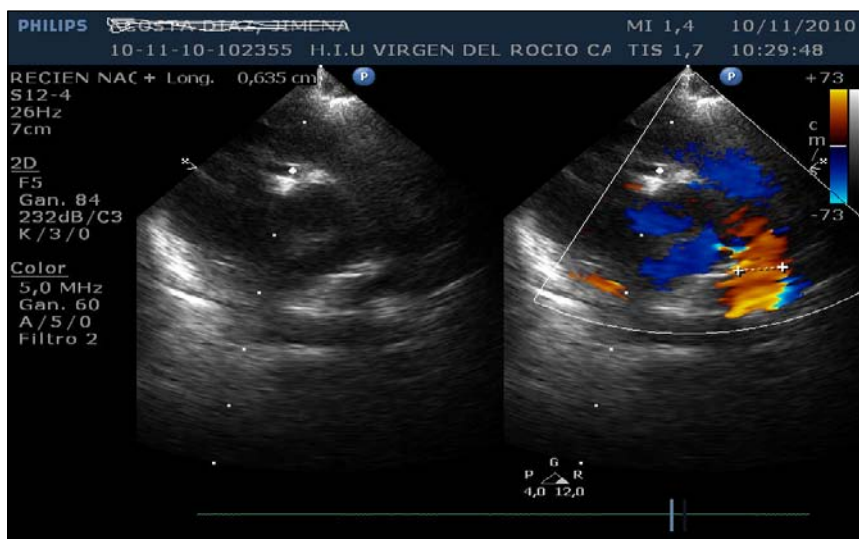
Ecocardiografía 2D-Doppler color en proyección eje corto de paciente prematura de 25 semanas con ductus grande. A la izquierda, la imagen en 2D del ductus arterioso persistente. A la derecha, la imagen en color del ductus arterioso persistente, 6.35 mm de tamaño.
